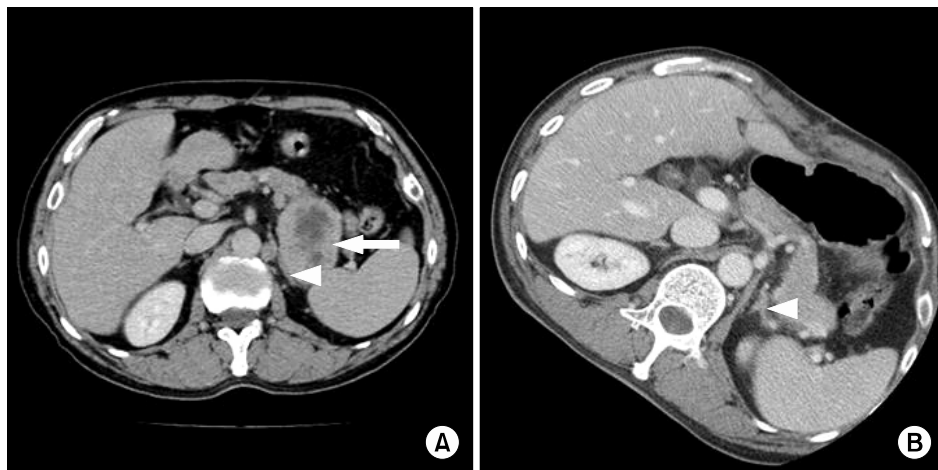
(A) Well-marginated and well enhancing mass with central necrosis is found (arrow) near lateral limb of left adrenal gland (arrow head) and size of tumor is about 6.2×4.6 cm in pre-operative computerized tomography. (B) Tumor is no longer found and normal appearance of lateral limb of left adrenal gland is found (arrow head) in postoperative computerized tomography.
